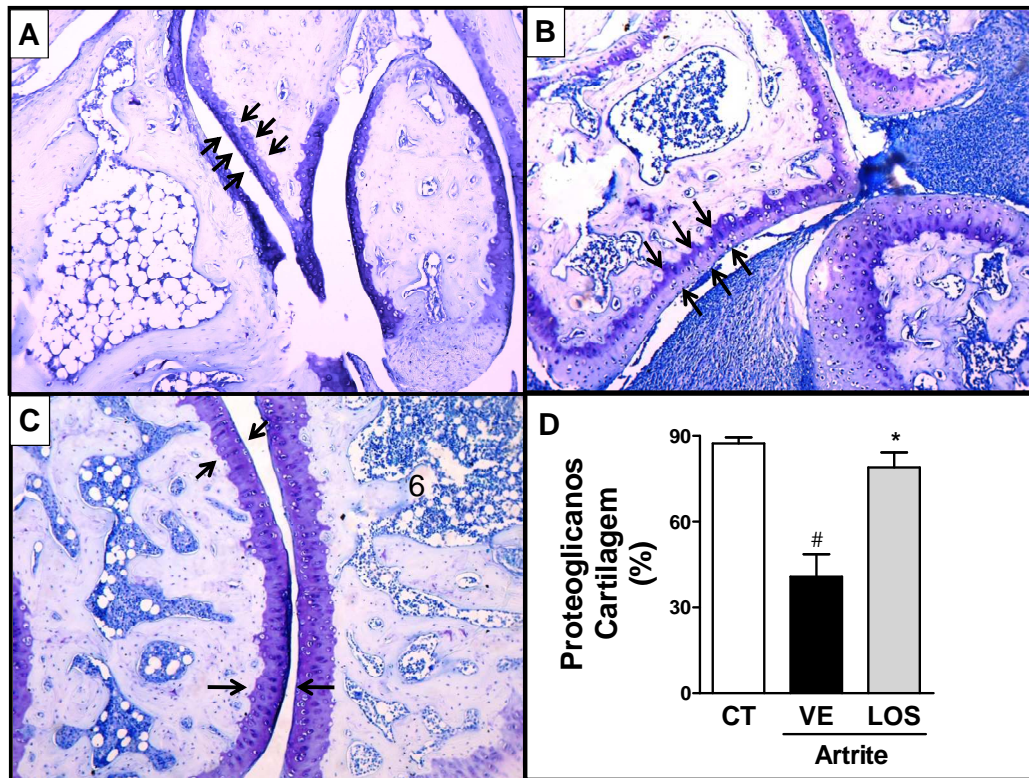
Efeito da administração de Losartan sobre a perda de proteoglicanos nas articulações de ratos submetidos à artrite induzida por adjuvante (AdIA). Uma emulsão contendo *Micobacterium butiricum* foi administrada, i.d, em ratas Holtzman. No 10º dia após indução de artrite, Losartan (10 mg/kg) ou veículo – VE – (PBS 1x estéril) foi administrado (gavagem) aos animais uma vez ao dia até o 16º dia. Aos animais do grupo controle (CT) foi administrada apenas uma emulsão contendo óleo + água. Cortes representativos da articulação radio-carpal das ratas controle (A), veículo (B), e tratados com Losartan (10 mg/kg) (C) foram obtidas no 16º dia. Os cortes histológicos estão representados em aumento de 100x e foram corados com Azul de toluidina. As setas indicam a área da cartilagem no qual foi realizada a quantificação da perda de proteoglicanos, conforme descrito na sessão 3.4.4) e a avaliação semiquantitativa da perda foi representada graficamente na figura. As barras representam a média \pm EPM de 3-4 camundongos por grupo. (*) para $P < 0,05$ quando comparado à média do grupo veículo e (#) para $P < 0,05$ quando comparado à média do grupo controle (ANOVA seguida pelo pós-teste Student-Newman-Keuls).
